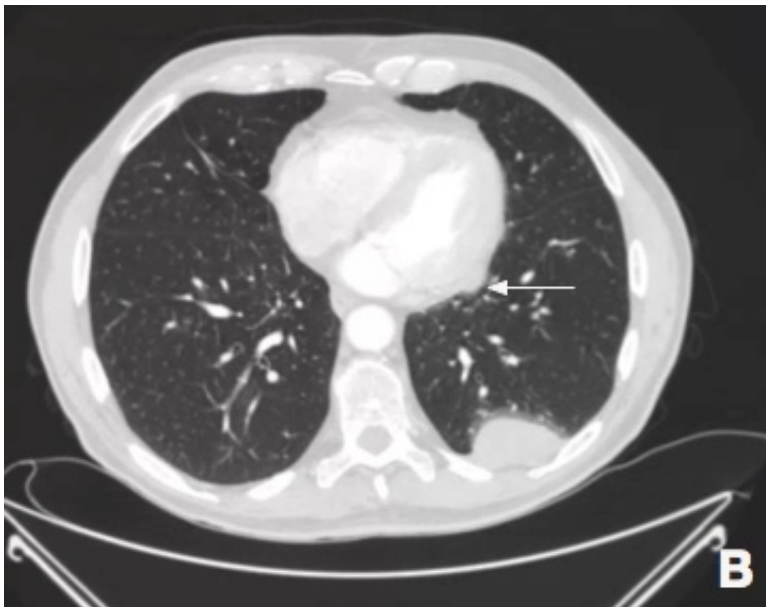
КТ-картина метастатического поражения плевры слева. Узловое поражение размерами 14×6 мм медиастинальной (указано стрелкой) и костальной размерами 86×39 мм плевры.
